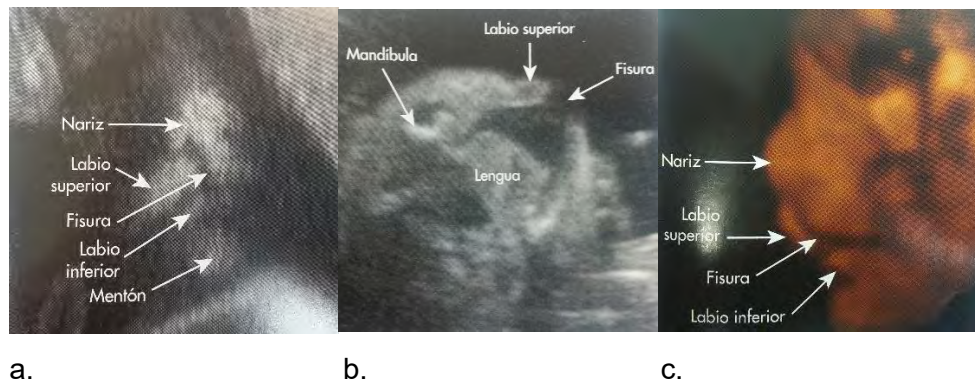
Ecografía transabdominal de la cara de un feto con fisura palatina unilateral a las 21 semanas de gestación. a. vista coronal en dos dimensiones; en el feto del labio superior se introduce en el orificio nasal. b. corte axial a nivel de la lengua. c. vista oblicua frontal en tres dimensiones: se aprecia una prominencia de los segmentos del labio superior con respecto a la nariz. (De Graber, T. M., & Vanarsdall, R. L. (2006). Ortodoncia: principios y técnicas actuales. España: Elsevier. p 1099).
